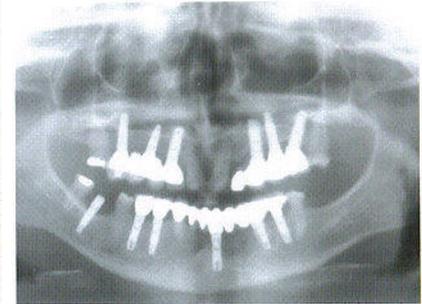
Der lachende Patient. – Abb. 23: Endgültige Versorgung. – Abb. 24: Röntgenaufnahme vier Jahre nach Implantation.
